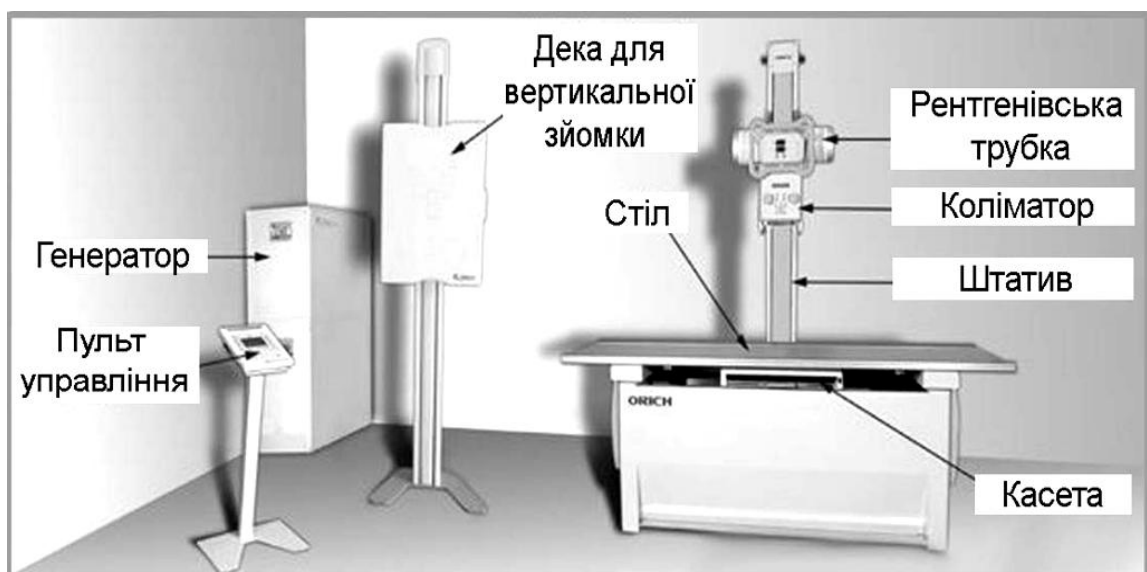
Сучасний універсальний рентгенівський апарат
